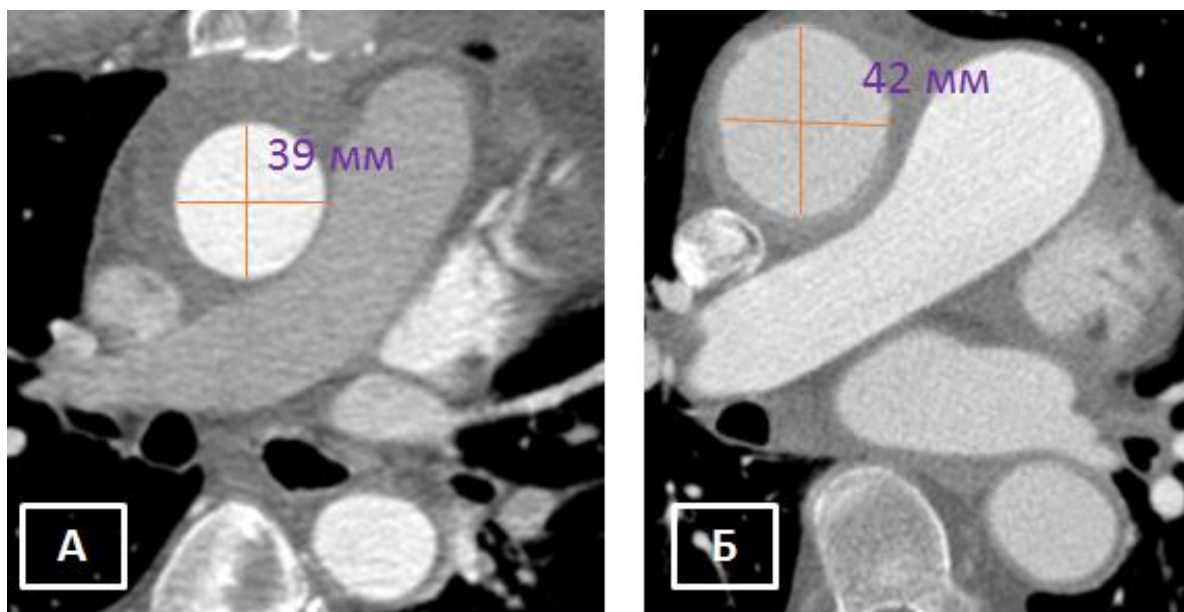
МСКТ-аортография пациента М., аксиальный срез на уровне проксимальной части дуги аорты: А – ранний послеоперационный период; Б – через 19 месяцев после операции
